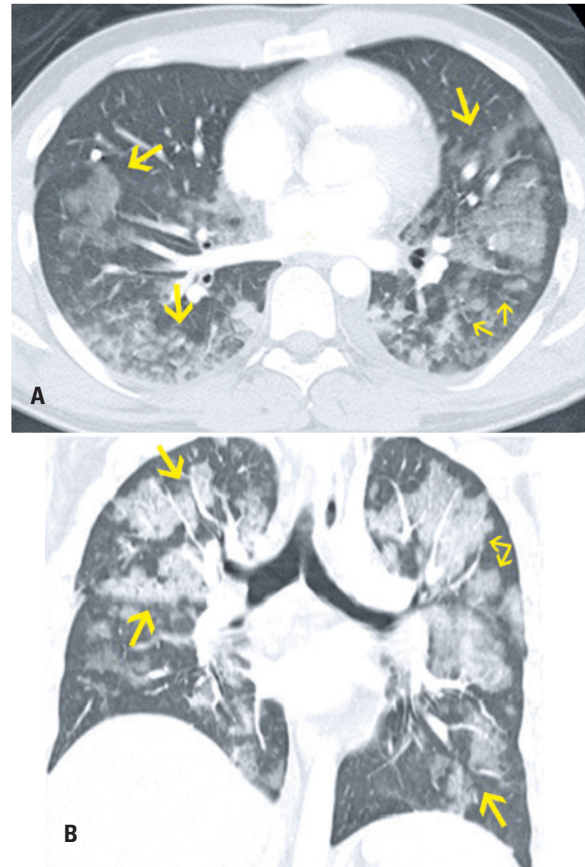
Homem, 26 anos, com queixa de dispnéia súbita após correção cirúrgica de fratura da tíbia com uso de fixador externo. Tomografia computadorizada (A) Com corte axial (B) Reformatação coronal: extensas opacidades em vidro fosco e consolidações alveolares confluentes predominando na região central de ambos os pulmões, compatíveis com embolia gordurosa no contexto clínico
